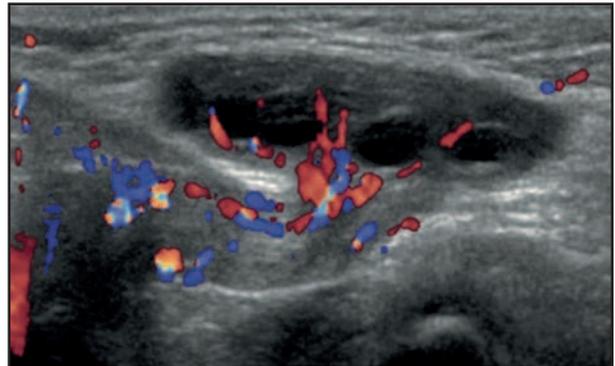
US Doppler de ovario izquierdo dentro de hernia inguinal ipsilateral, se observa el pedículo vascular cruzado hacia la hernia (imagen Doppler).
